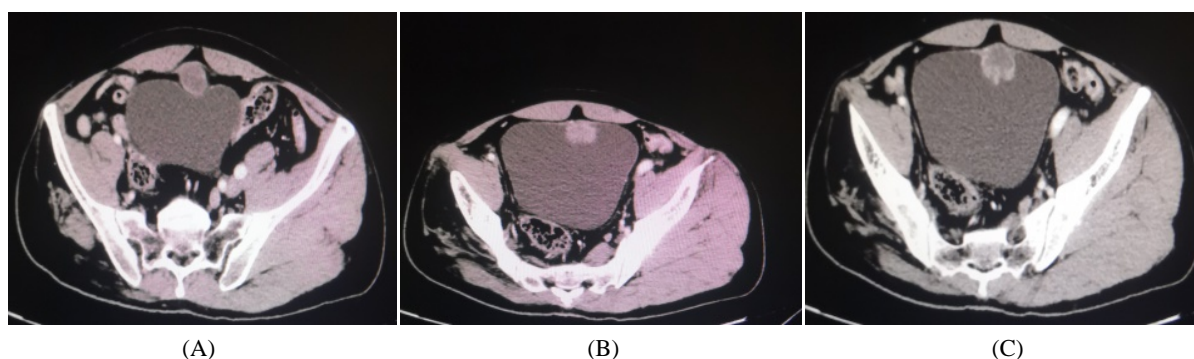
Plain scan and enhanced CT examination
